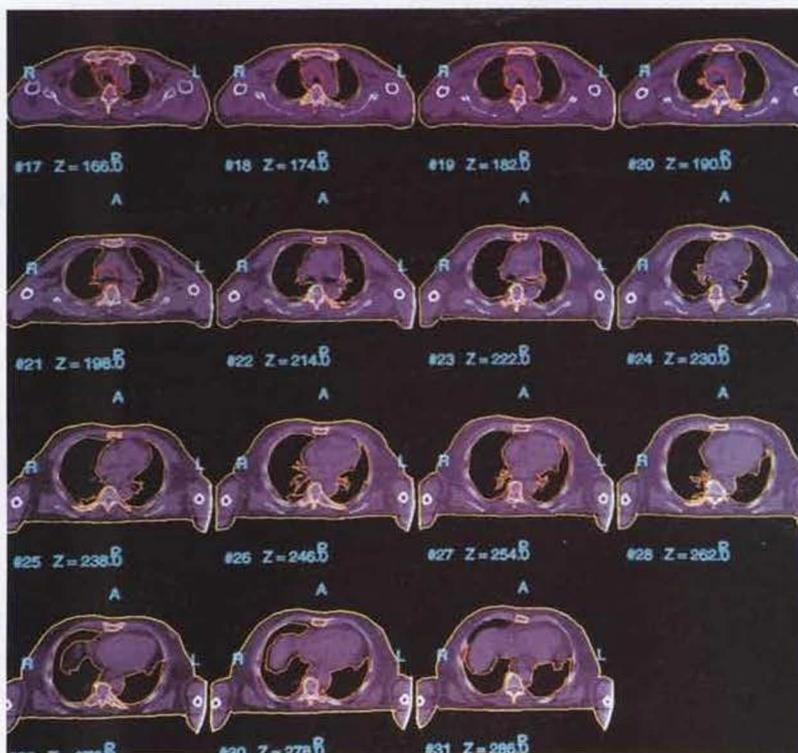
TC de planeamento
